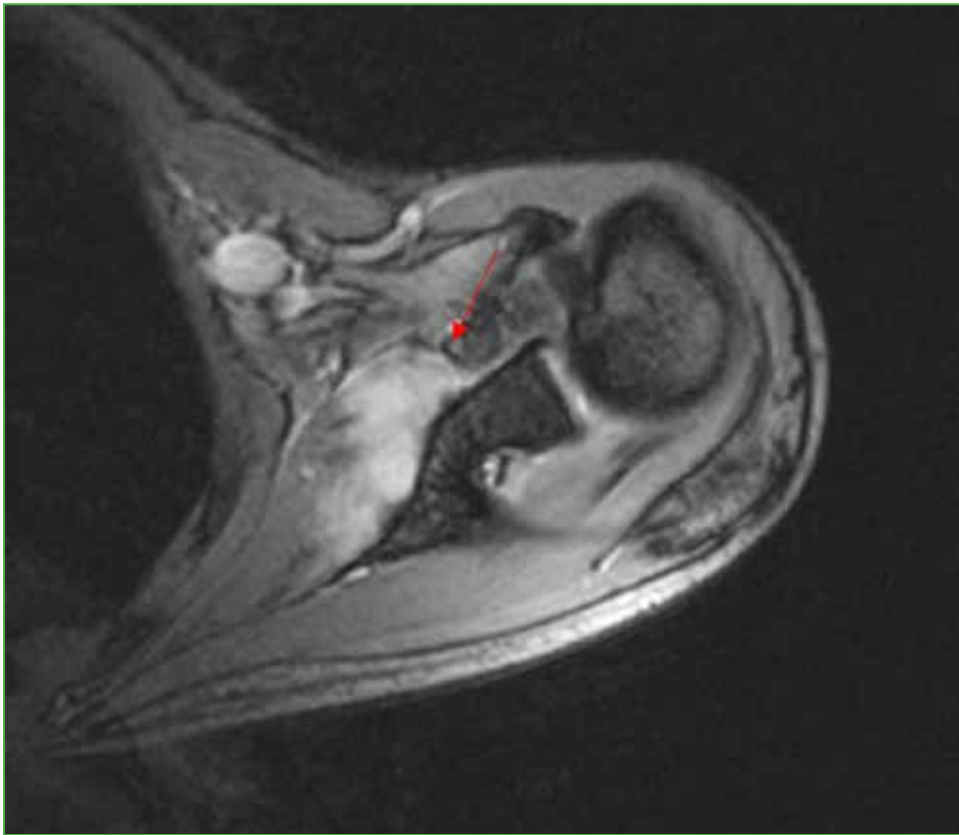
Resonancia magnética de hombro izquierdo, corte axial. La flecha roja indica el tumor subescapular.
